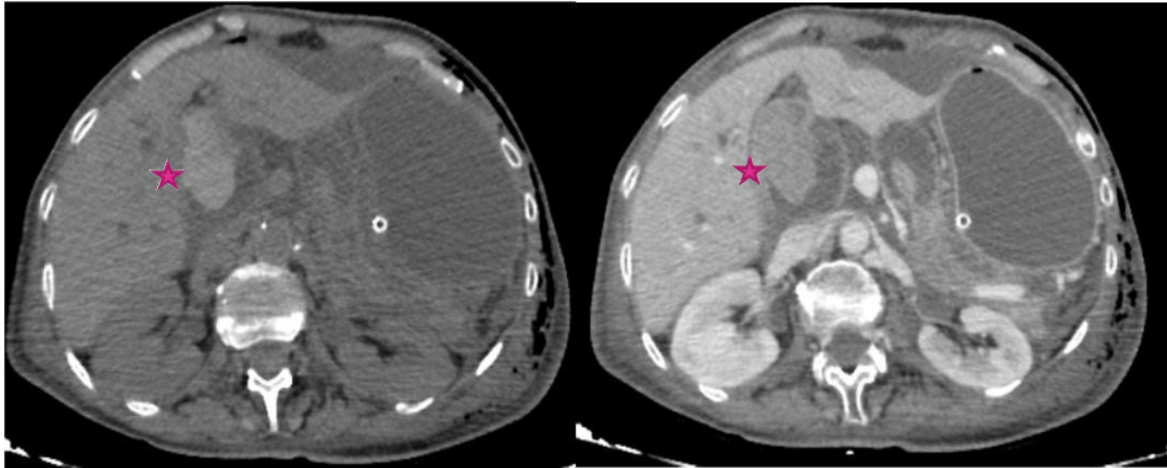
TDM abdominale en contraste spontanée(A) et au temps portal d'injection(B) en coupes axiales réalisée sept jours après une DPC mettant en évidence la présence d'un contenu spontanément hyperdense au sein de la lumière jéjunale (étoile) au contact de l'anastomose pancréatico-jéjunale et en aval : Hémorragie digestive.
